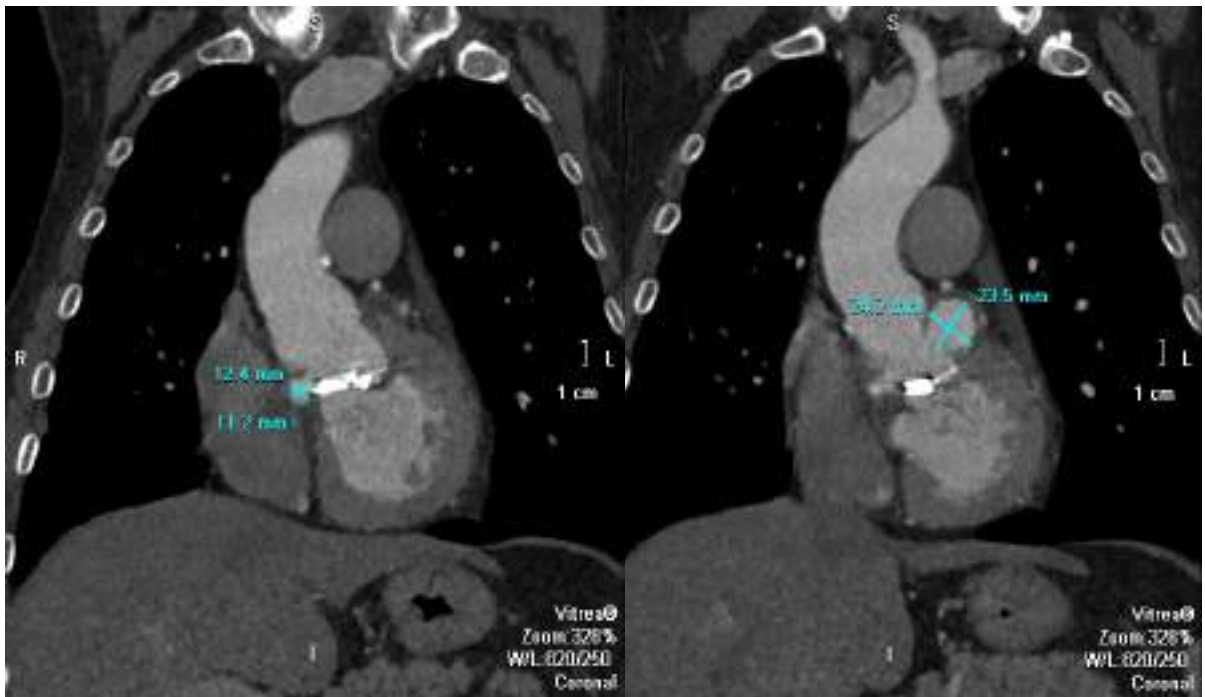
КТ серця та аорти з контрастуванням, корональна проєкція (пацієнт К., 61 рік; № історії хвороби 5682; 2019 р.). На 3D реконструкції ІЕ протезованого аортального клапана у проєкції кореня аорти візуалізується періанулярний абсцес розмірами 12,4×11,2 мм. Додатково, у ділянці аорто-лівошлуночкового з'єднання визначається абсцедуюча порожнина розмірами 24,2×23,5 мм, що відповідає поширенню гнійно-запального процесу за межі клапанного кільця
